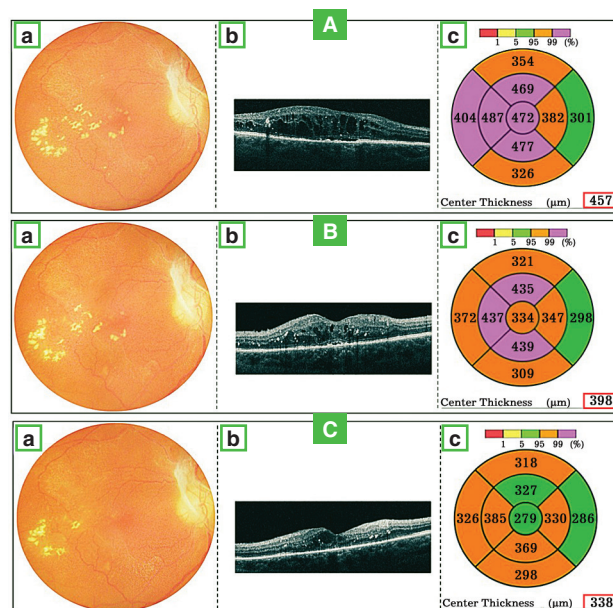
Клиническое наблюдение: результаты осмотра больной К., 36 лет, страдающей сахарным диабетом 1-го типа и терминальной диабетической нефропатией до начала гемодиализа (А), на 3-м (В) и 6-м месяце (С) заместительной почечной терапии (а – фотография глазного дна, б – линейная оптическая когерентная томограмма макулярной области, с – толщина сетчатки)
